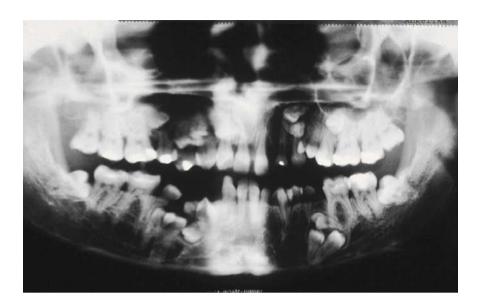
Radiografía del caso 10.
